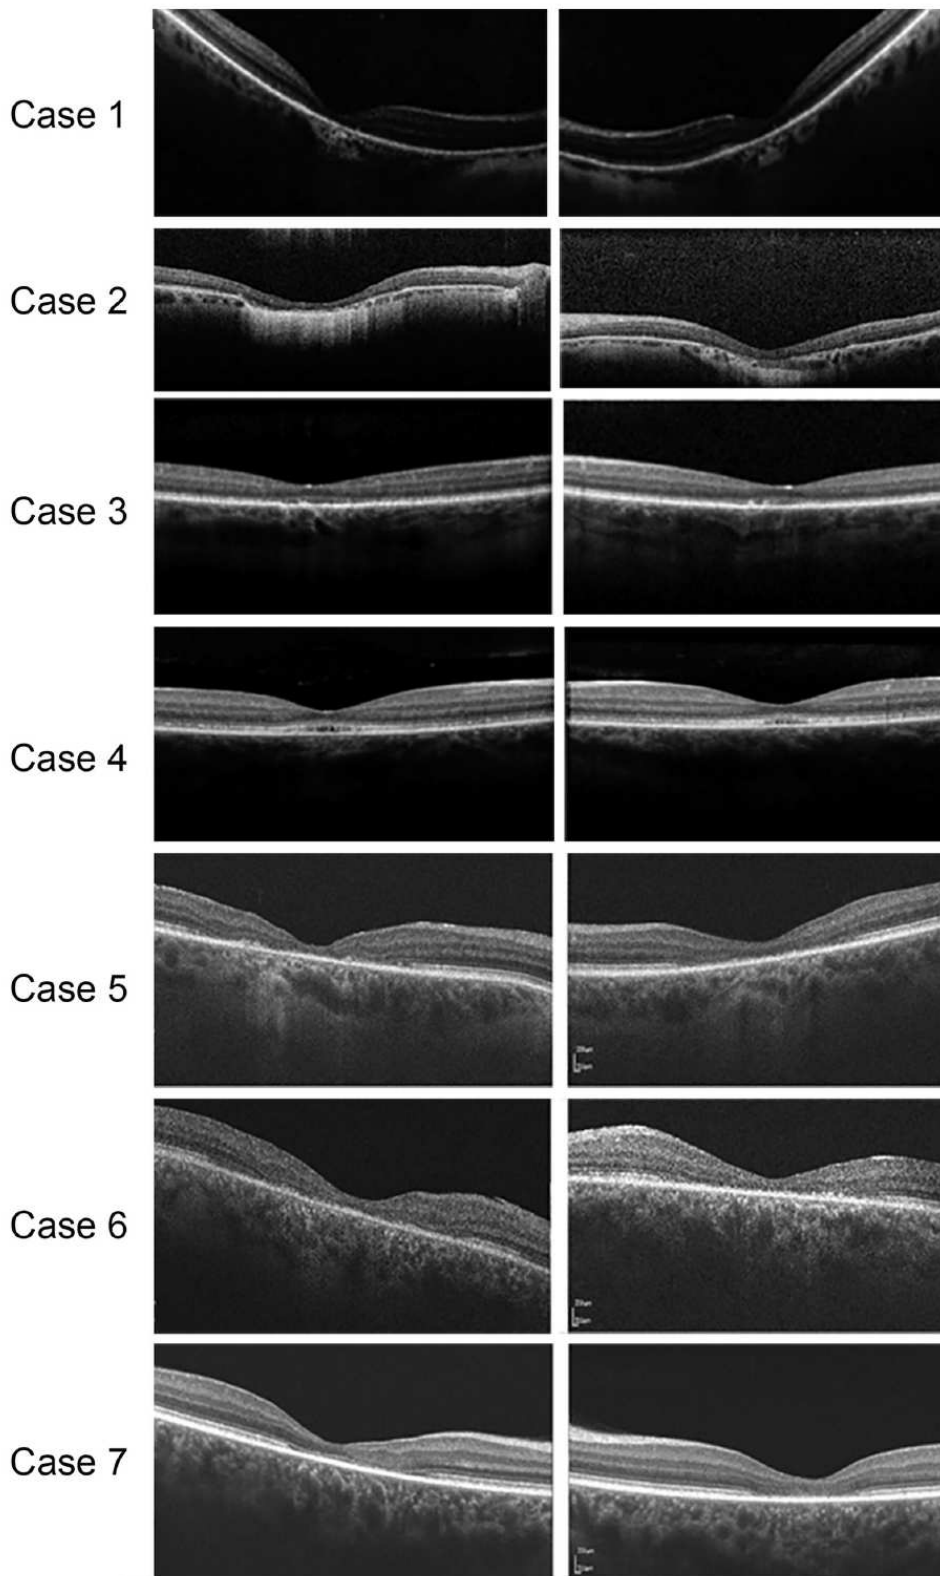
Optical coherence tomography (right eye, left eye) showing disruption or loss of the foveal ellipsoid line in Bardet-Biedl syndrome patients.
